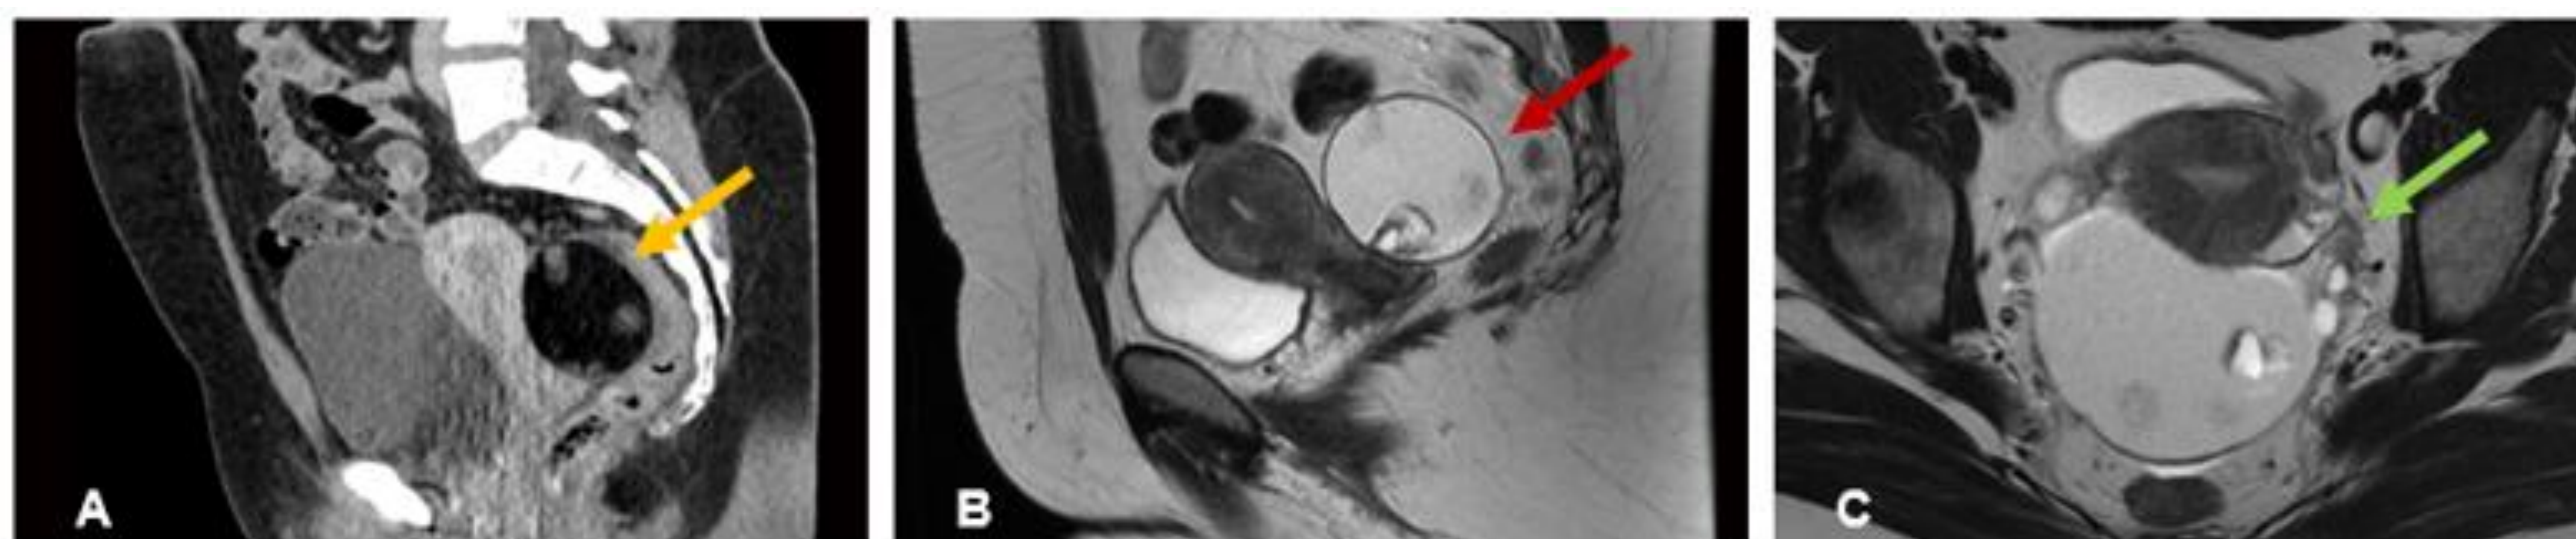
Teratoma ovárico quístico maduro. A) TC con contraste intravenoso que muestra una lesión retrouterina, con densidad graso y varios nódulos en su interior (flecha amarilla), hallazgo conocido como signo de las "albóndigas" o de las "pelotas flotantes", patognomónico de teratoma quístico maduro de ovario. B) Imagen de RM potenciada en T2 que muestra el mismo signo (flecha roja). C) RM potenciada en T2 en plano axial que además muestra el signo del "pico" como demostración de la dependencia del teratoma del ovario izquierdo (flecha verde)
